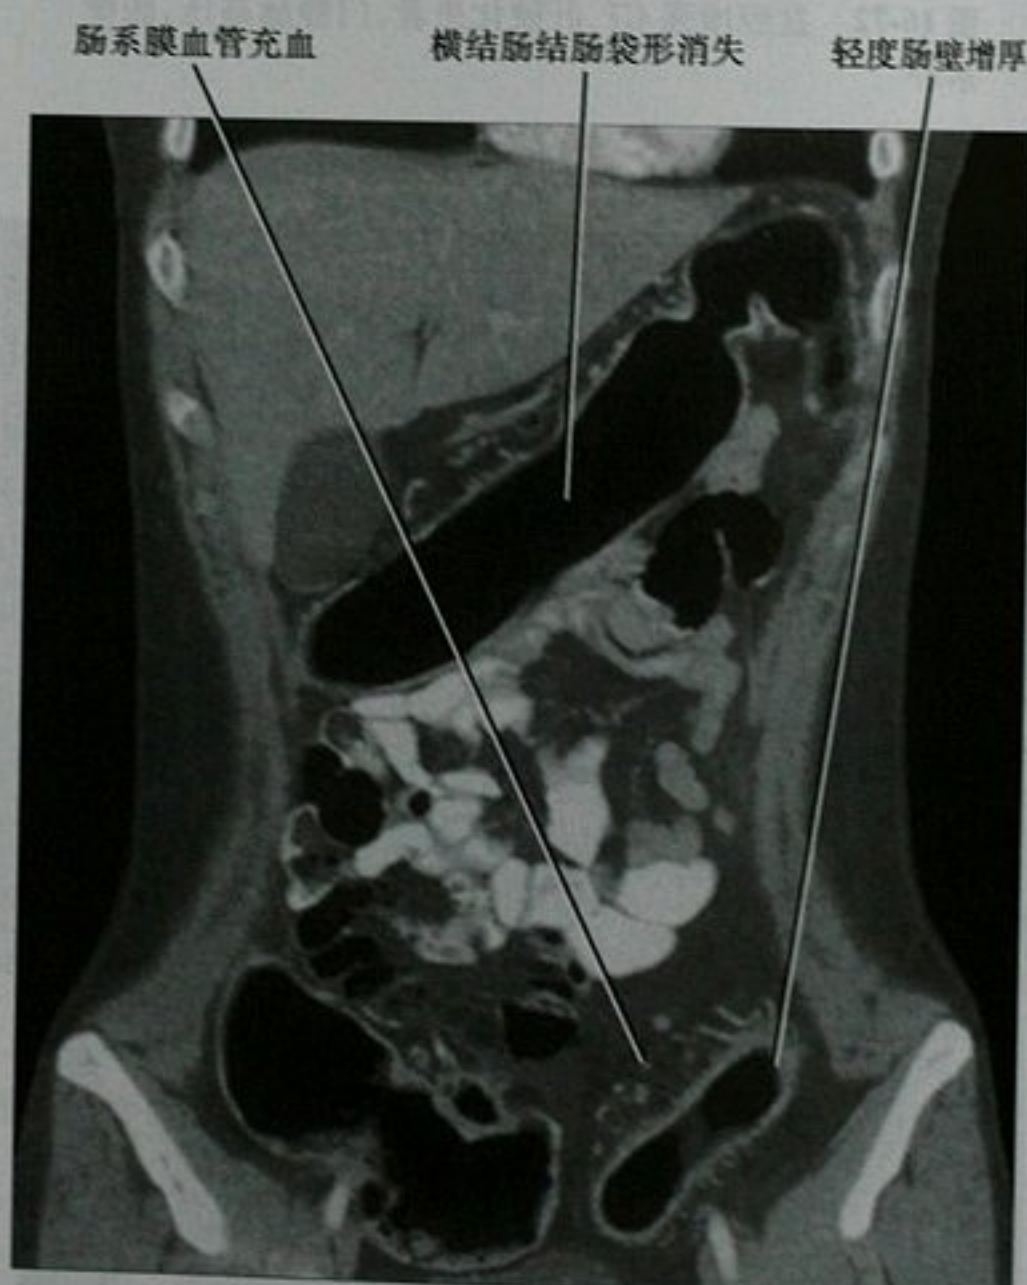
增强 CT 冠状位重建,溃疡型结肠炎患者
